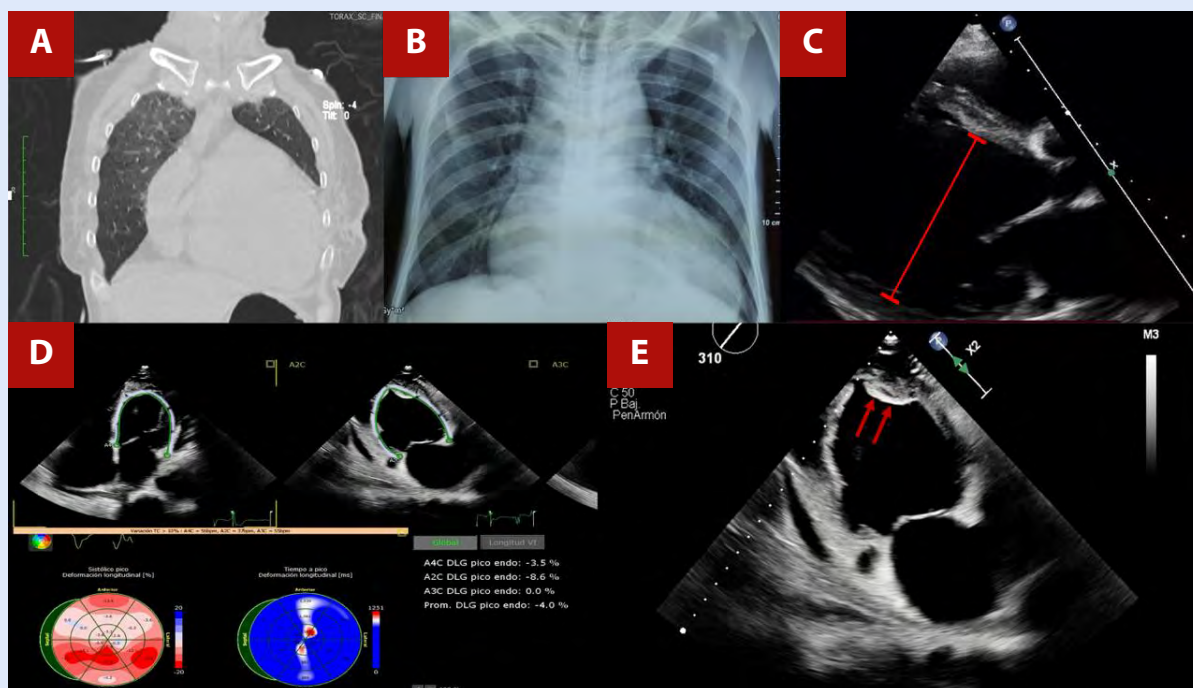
(A) Tomografía de tórax del paciente 1 que muestra cardiomegalia severa a expensas de dilatación del VI. (B) Radiografía de tórax del paciente 4 que muestra cardiomegalia severa. (C) ETT del paciente 4 que muestra dilatación excéntrica severa del VI. (D) Strain longitudinal global del VI del paciente 4, con marcada reducción de la deformación miocárdica y dilatación global de las cavidades cardíacas. (E) ETT en vista apical de dos cámaras del paciente 5 que evidencia trombo apical en el VI.
